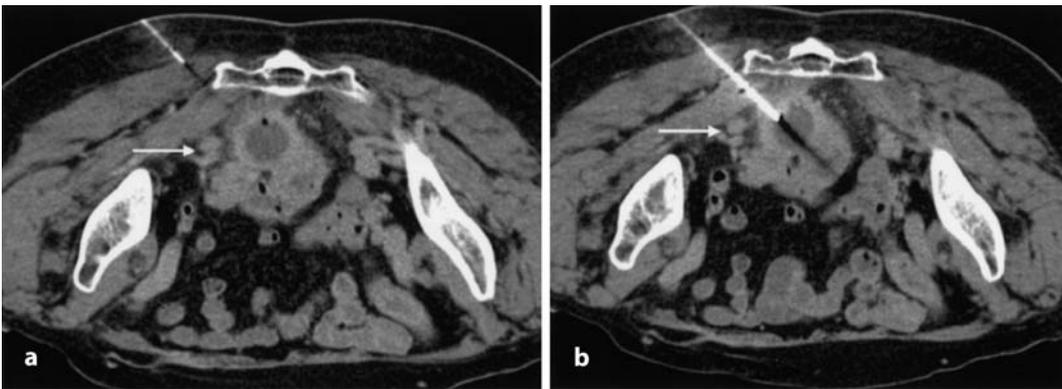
b ▲ CT des Beckens in Bauchlage bei präsakralen Abszess. Nach zielgerichteter Lokalanästhesie (a) wurde die Punktionsnadel im Abszess platziert (b). Bei der Punktion ist auf die enge topographische Beziehung zu den Iliakalgefäßen zu achten (Pfeile)
